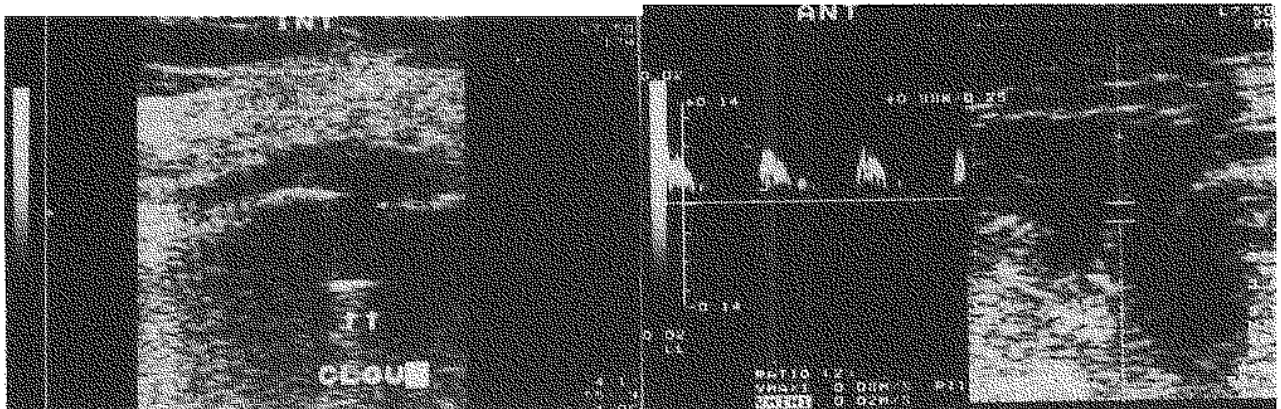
Image échographique et écho-doppler (sixième mois).
